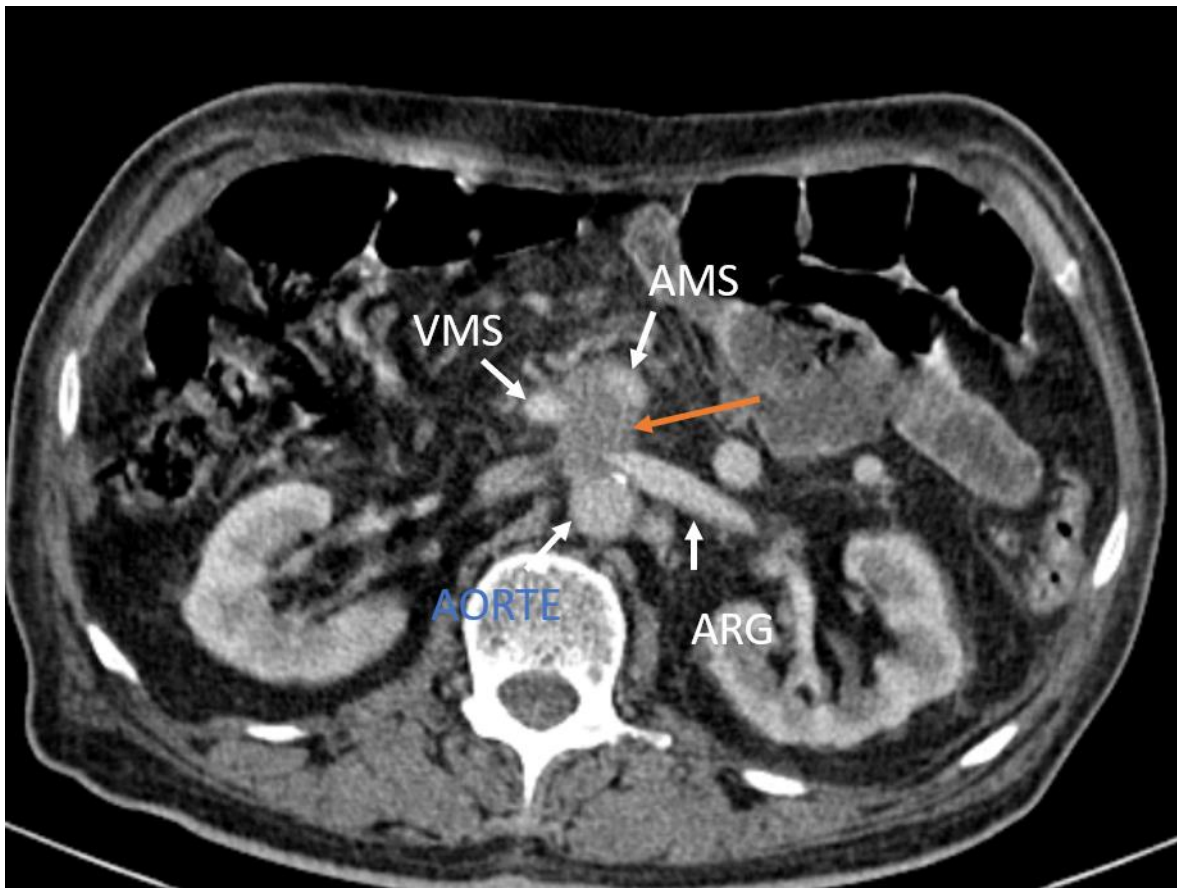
Récidive locale. TDM en coupe axiale au temps portale montrant une infiltration tissulaire hypodense de la loge de DPC (flèche orange) présentant un contact intime avec les vaisseaux mésentériques en avant ; l'aorte et la veine rénale gauche en arrière.
